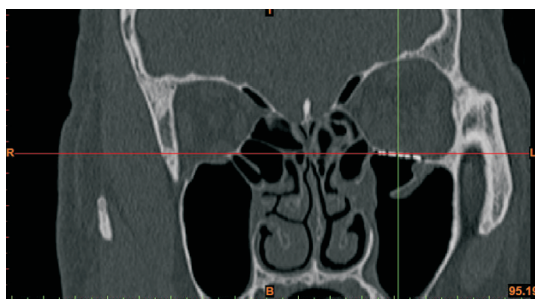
将术后复查CT的DICOM数据导入MIMICS后,显示患者的冠状位、轴位和矢状位图像;可见眶下壁骨折得以精确修复。
